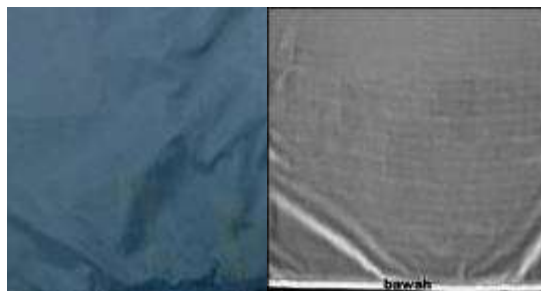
Citra Radiografi Apron B (Kuadran III)
